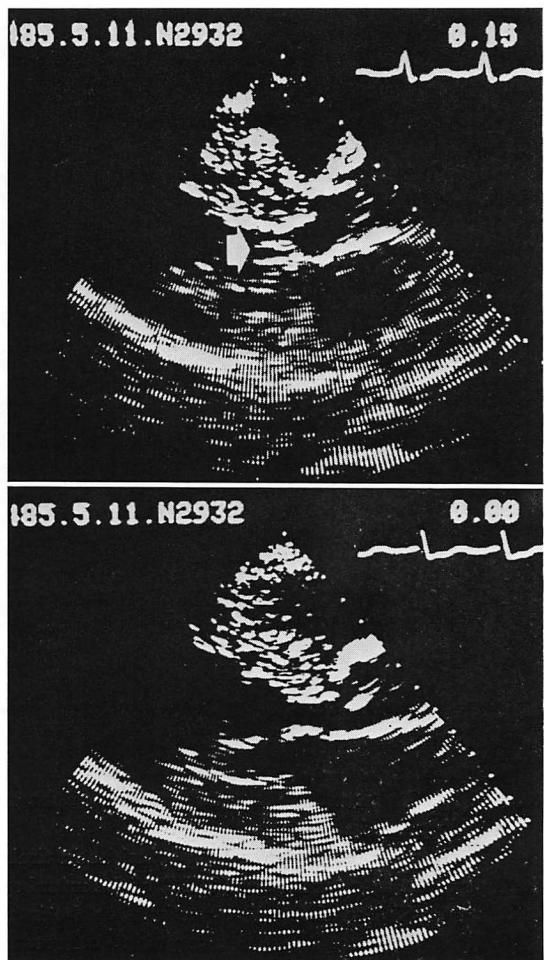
Parasternal long-axis two-dimensional echocardiograms of Case 1.
